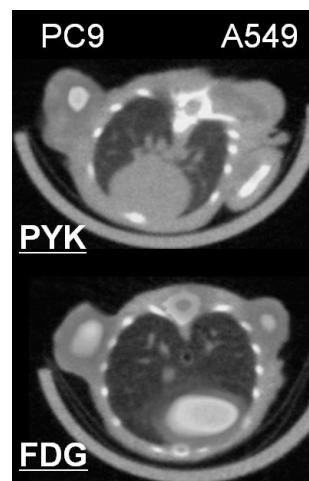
ゲフィチニブが結合する変異型EGFR-TKを有するPC9と野生型EGFR-TKを有するA549でのイメージング。FDGでは両者とも明瞭に描出されるがPYKでは鑑別出来た。
